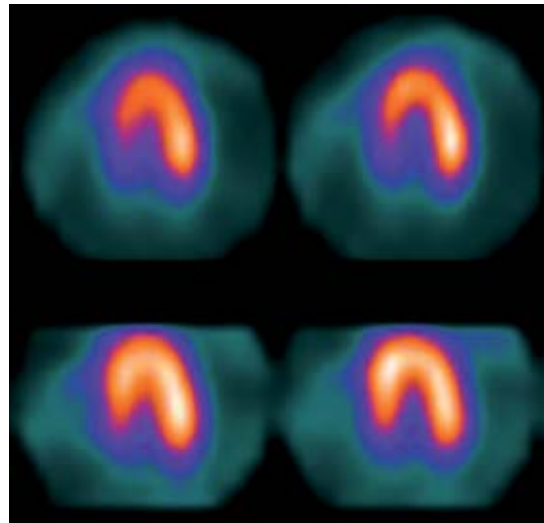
Ejes cortos de tomografía por emisión de fotón único con Tc^{99} y estrés con dipiridamol. Se observa ligero defecto reversible de la perfusión septal. Arriba estrés, abajo en reposo.
